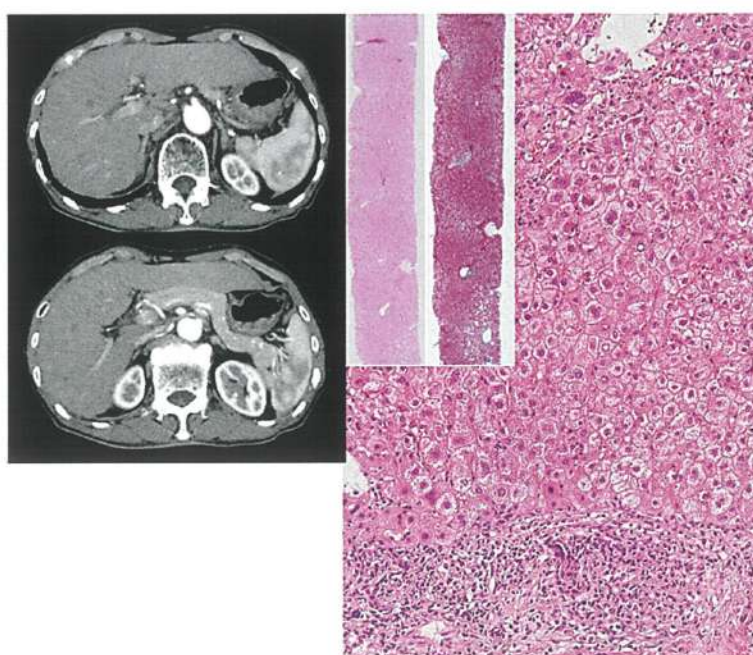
2009年9月の腹部 CT 検査及び肝生検
